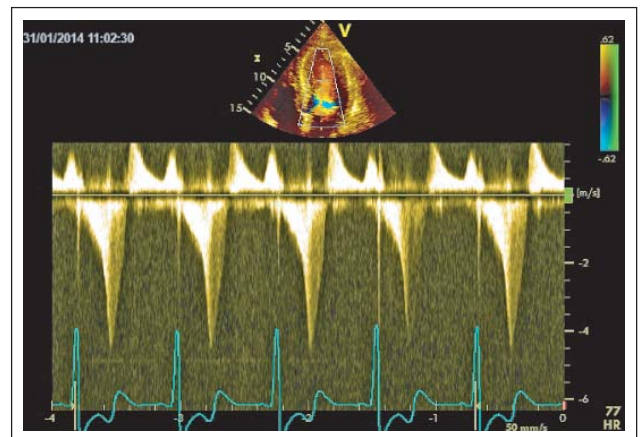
Im CW-Doppler beträgt die mittventrikuläre Obstruktion > 4 m/s mit einem typischen spätsystolischen Geschwindigkeitsmaximum (säbelscheidenartiger Kurvenverlauf).
